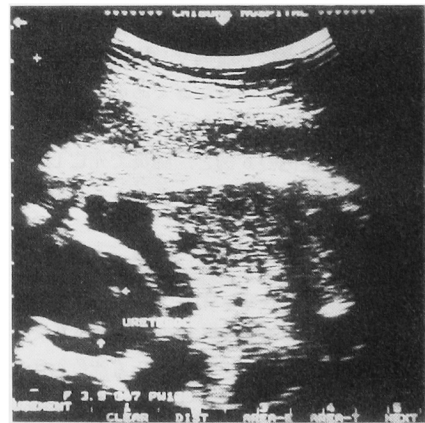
尿管瘤の妊娠32週の超音波像。拡張した尿管と膀胱内に、いわゆる cyst in cyst を認める。
